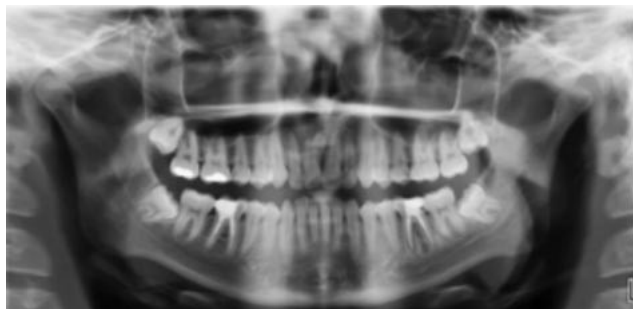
Ortopantomografía inicial. Se puede apreciar en hemimaxila derecha, una imagen radiolúcida, unilocular, de aproximadamente 2x2 cm, bien delimitada, asociada a un diente supernumerario (mesiodens) retenido, en posición vertical.
